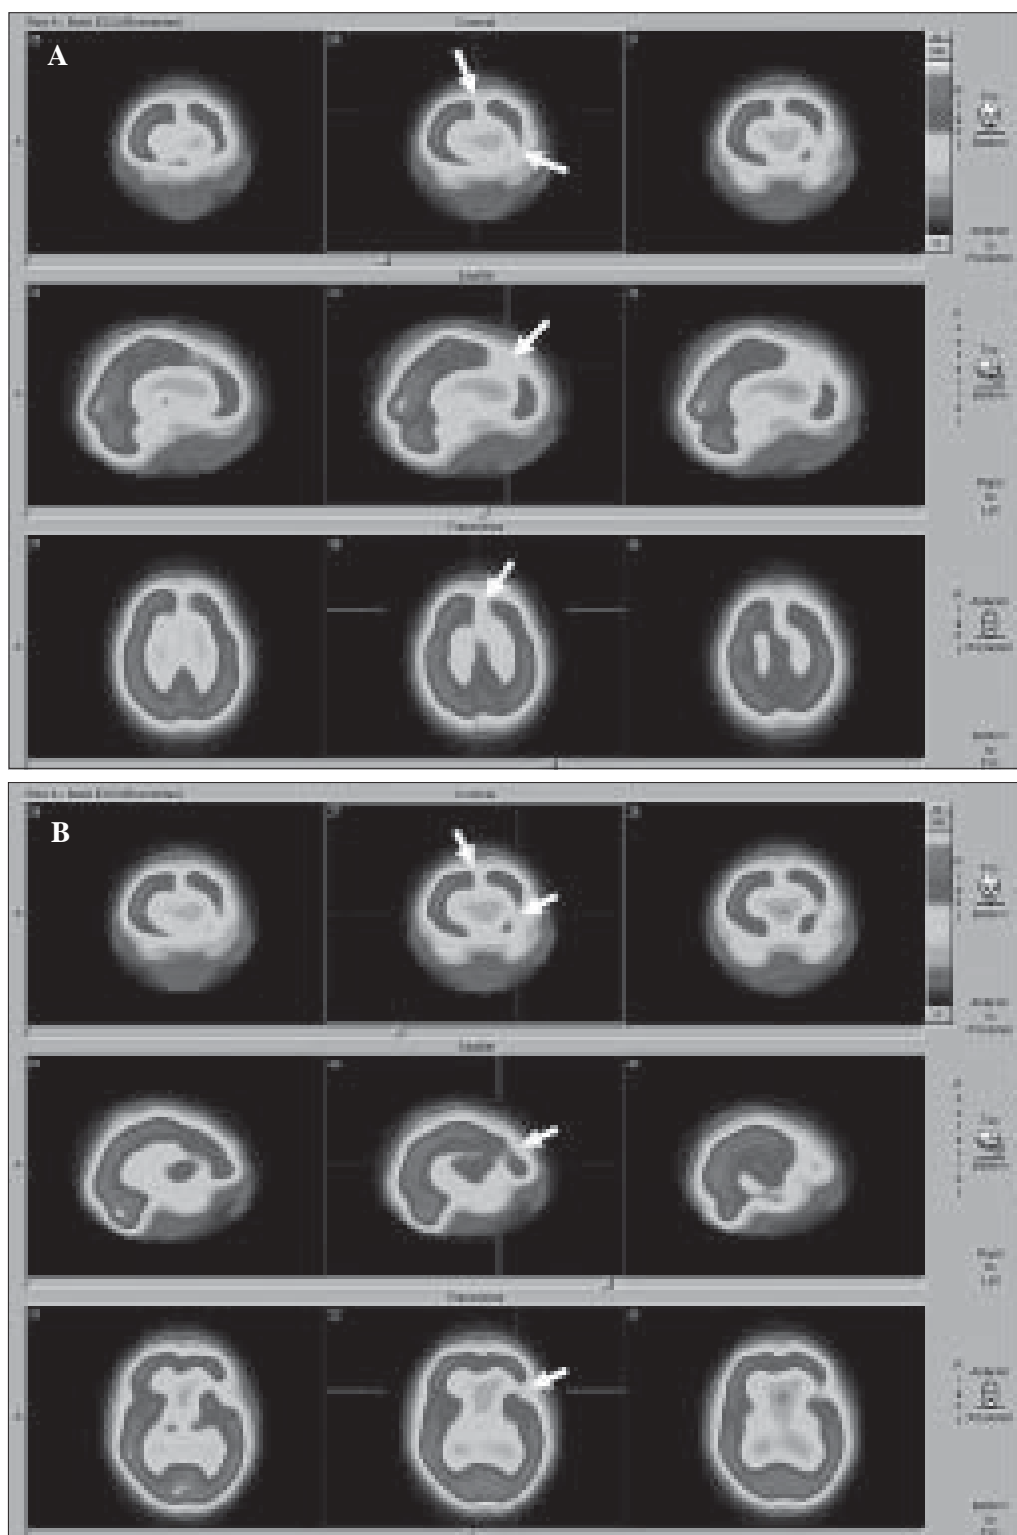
SPECT cerebral (19-01-2006) con Tc 99m - Dímero de Etilencisteína (ECD) en 3 planos (coronal, sagital y transversal) post reorientación órbitomeatal, muestra hipoperfusión fronto-temporal izquierda. La imagen 2a a nivel superior y la imagen 2b más inferior. Flechas en lesión.
